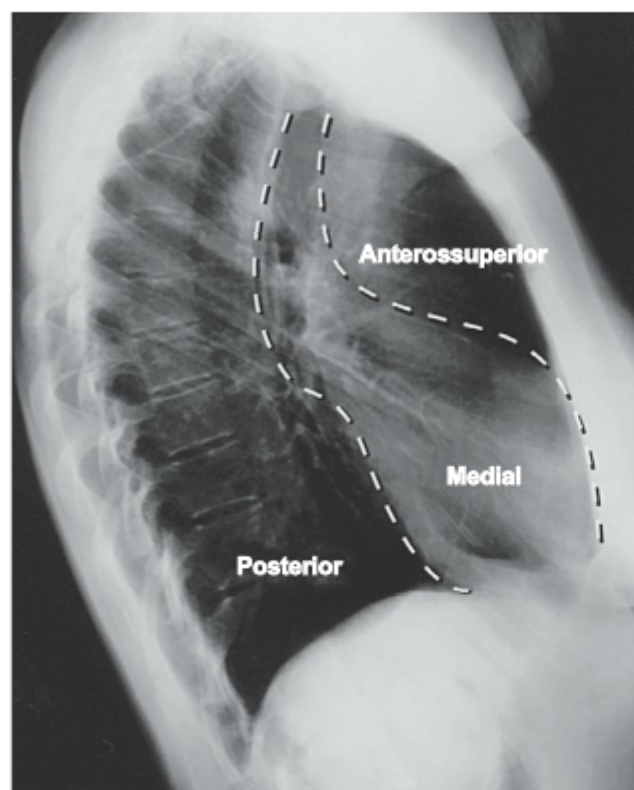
Radiografia lateral do tórax demonstrando o mediastino em três subdivisões anatômicas.
